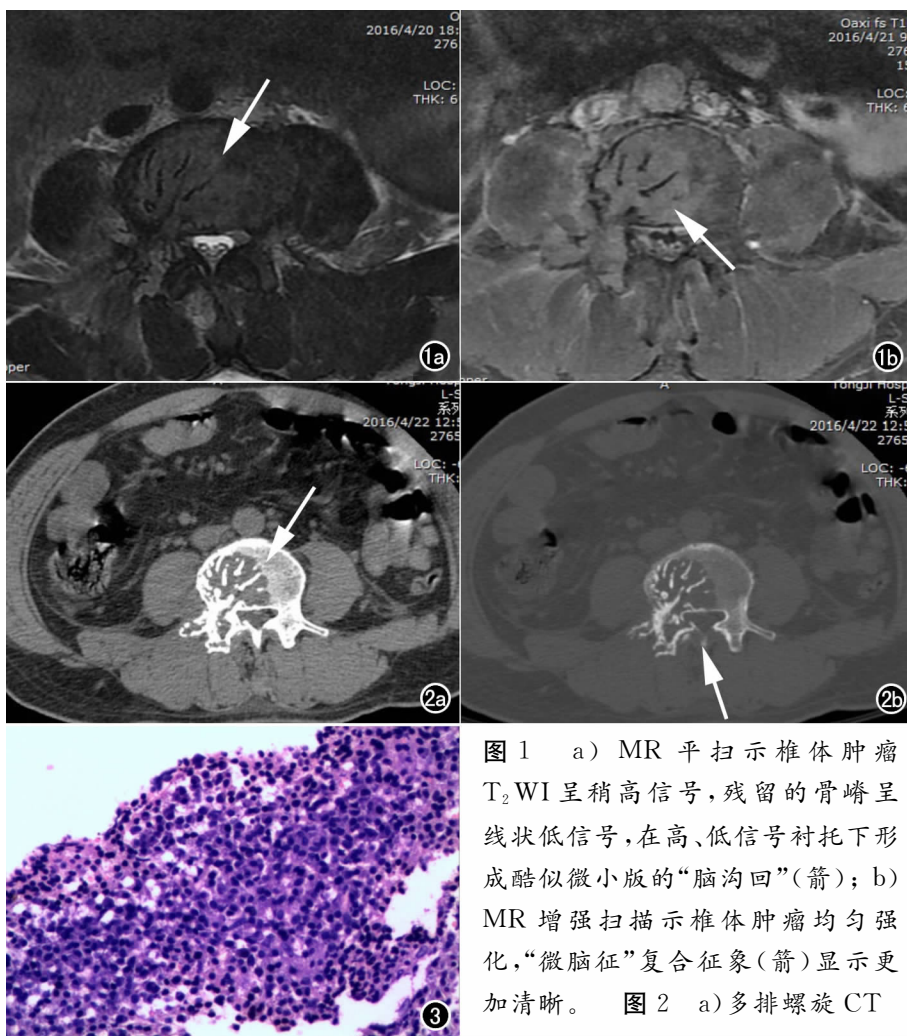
a) MR 平扫示椎体肿瘤 T_2 WI 呈稍高信号, 残留的骨嵴呈线状低信号, 在高、低信号衬托下形成酷似微小版的“脑沟回”(箭); b) MR 增强扫描示椎体肿瘤均匀强化, “微脑征”复合征象(箭)显示更加清晰。图 2 a) 多排螺旋 CT
